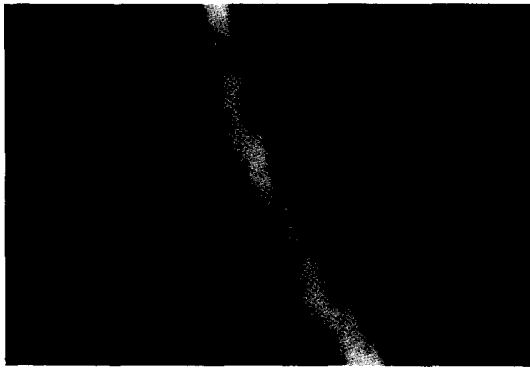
Postoperative 3-Dimensional CT showing improvement of tracheal stenosis in Case 1.
